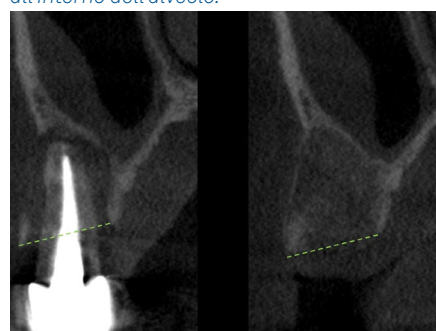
Confronto tra la situazione pre-estrazione e a 4 mesi dall'estrazione mediante CBCT: il profilo viene preservato dopo Inibizione Periostale Modificata (linea verde tratteggiata).
